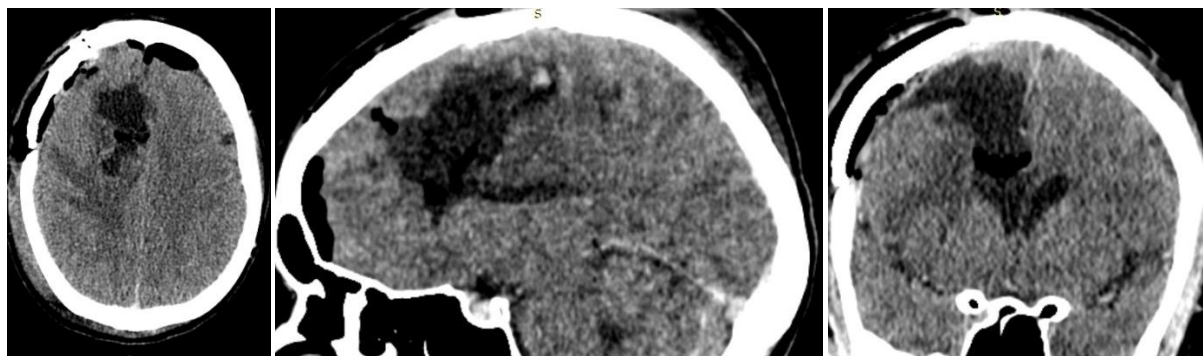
СКТ головного мозга пациентки В-вой после оперативного вмешательства
